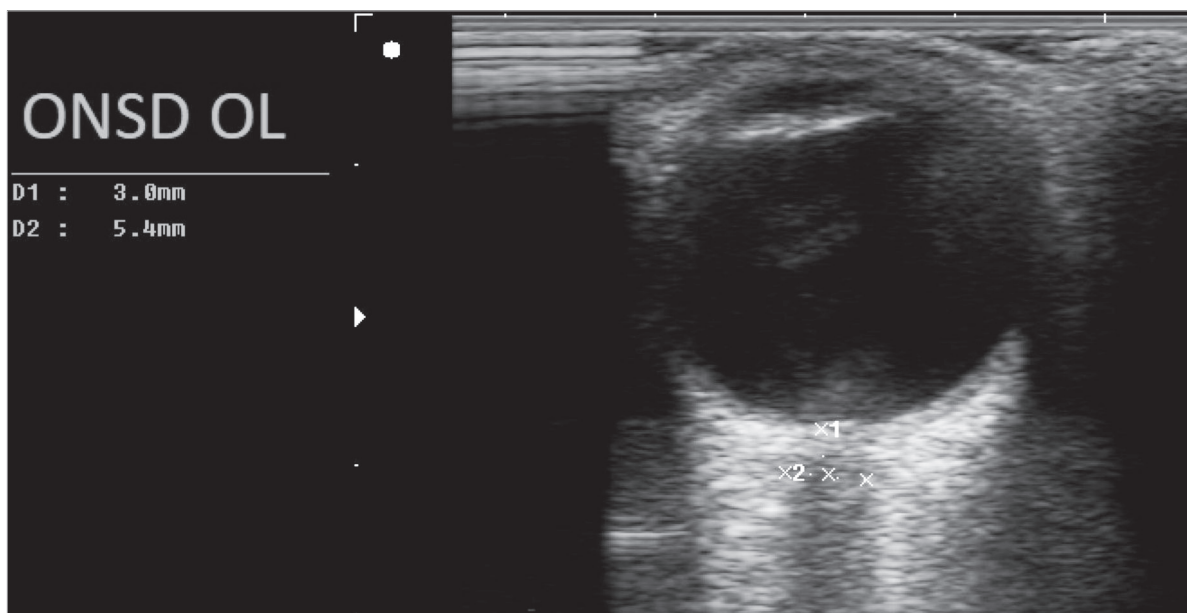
Ultrasound image of the left optic nerve with sheath and its width measured 3 mm below the retina.
